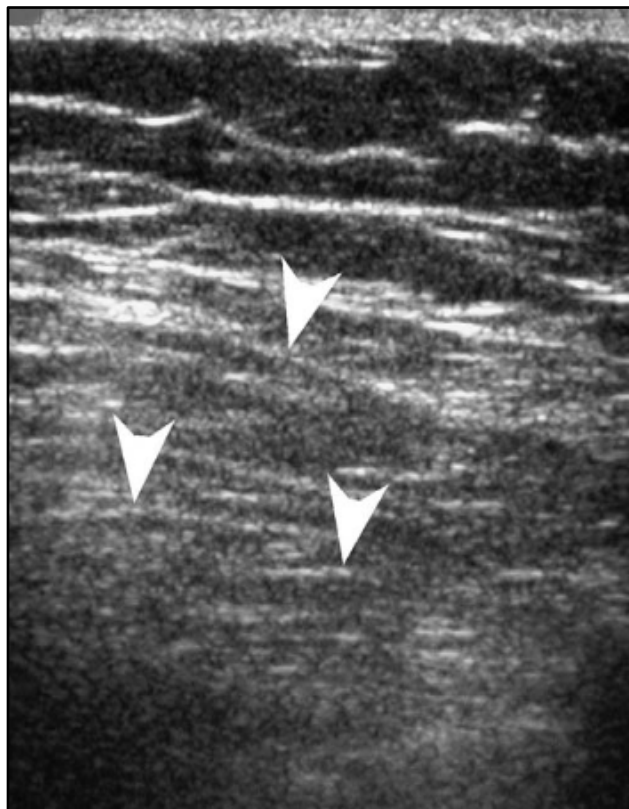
Échographie des parties molles de la paroi thoracique : aspect fibrillaire de la masse avec des stries hyperéchogènes (têtes de flèches) parallèles à la paroi(28).
